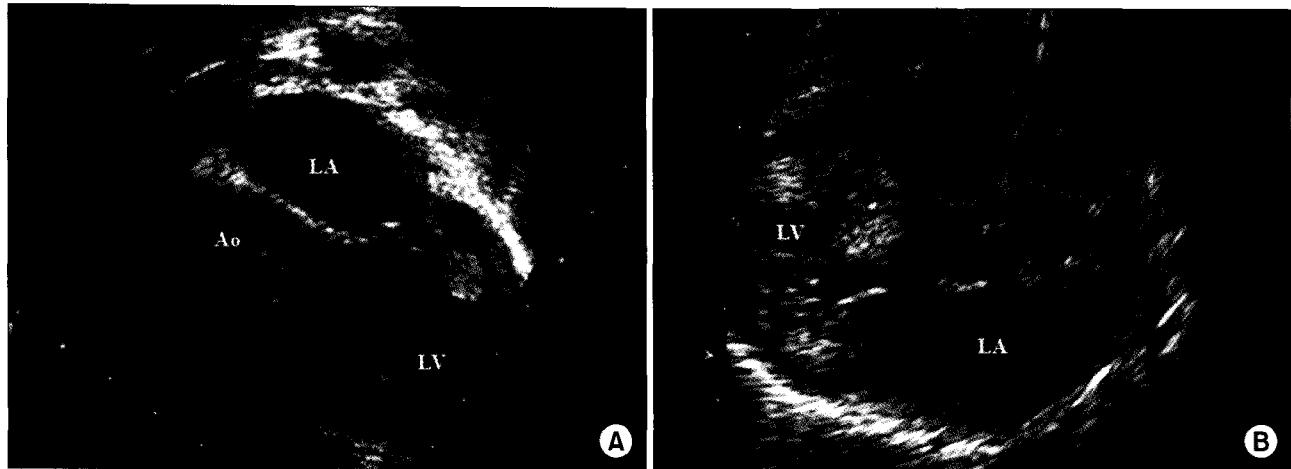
Follow-up echocardiogram at three year after operation. (A) Apical four chamber view showed complete release of left ventricular outflow tract obstruction. (B) Parasternal long axis view revealed that the size of masses are reduced in left ventricle. Ao=Aorta; LA=Left atrium; LV=Left ventricle.
